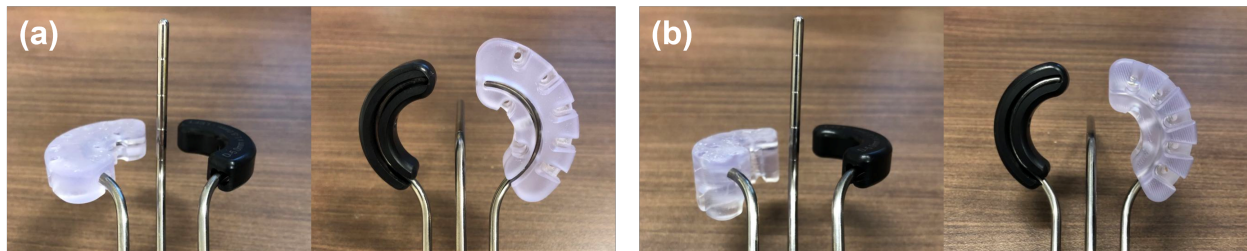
3D printed (a) M1 cap; (b) M2 cap assembled with the CT/MR split ring applicator’s right SR and compared to the original 5×5 build-up cap assembled with the left SR.
